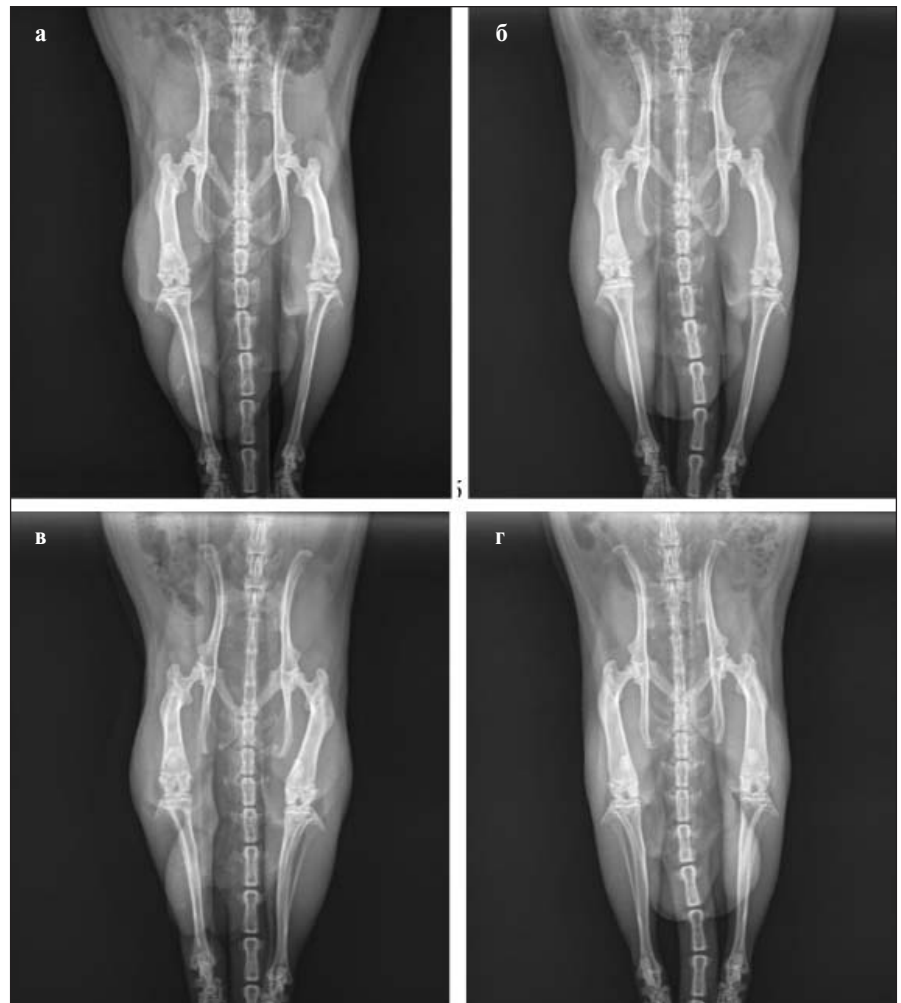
Рентгенологическое исследование животных: а — 1-я группа (контроль); б — 2-я группа (модель); в, г — 3-я и 4-я группы (животные, получавшие смесь лимонной и янтарной кислот в минимальной и максимальной дозах соответственно)
